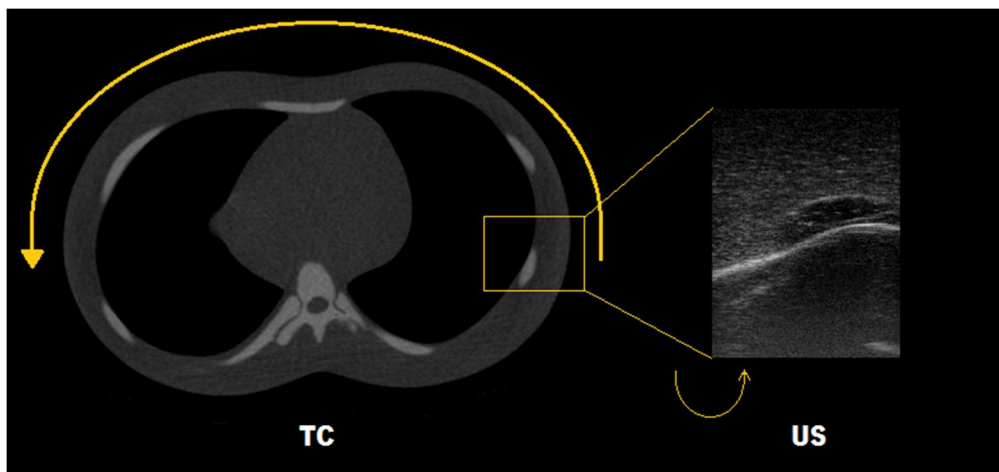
Exemplificação do varrimento (seta amarela em torno da imagem da TC) e as diferenças entre a imagem da TC e dos US no tórax do *phantom*.
